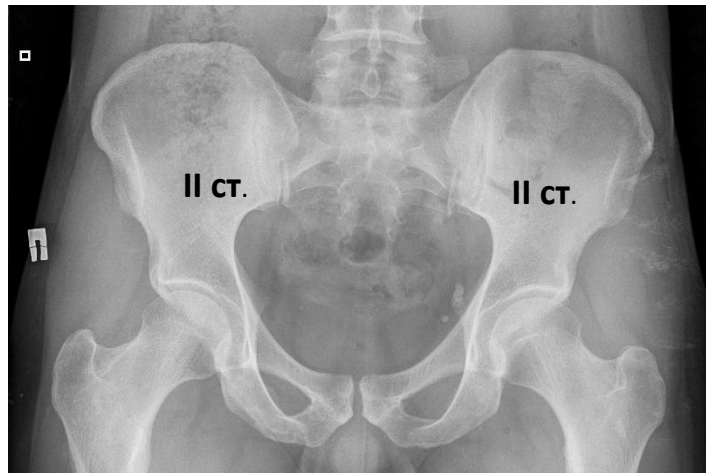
Рентгенография таза пациента В. через 2 года наблюдения
